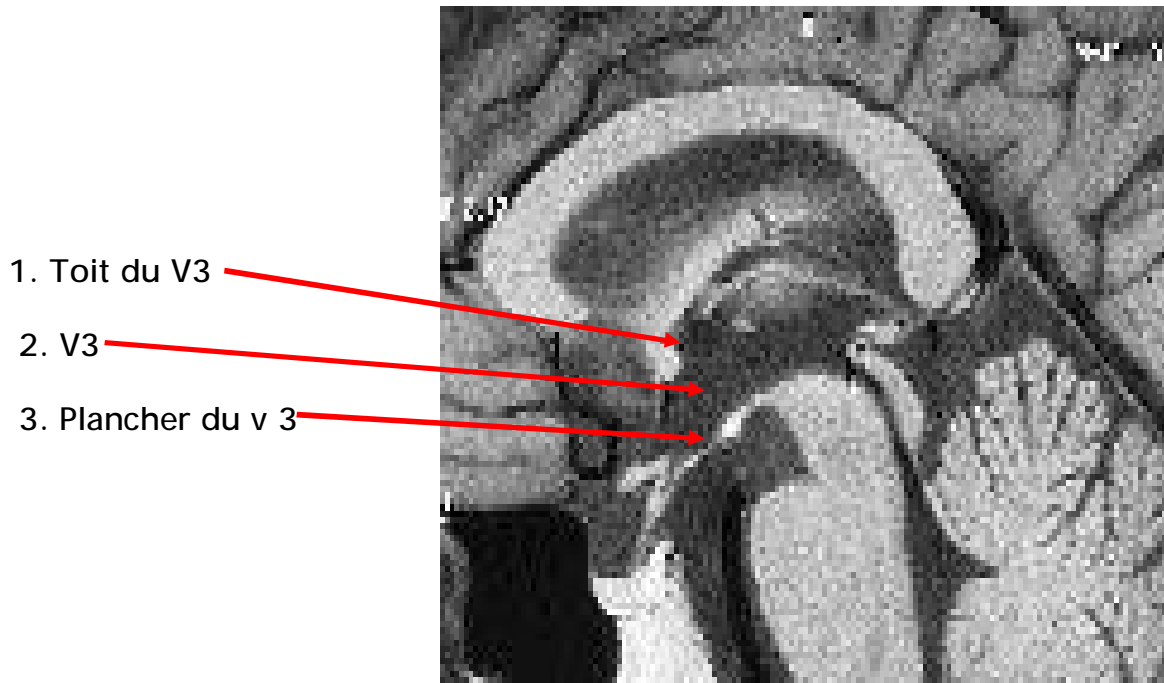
IRM T1, en coupe sagittale montrant le plancher du V3. (27)
